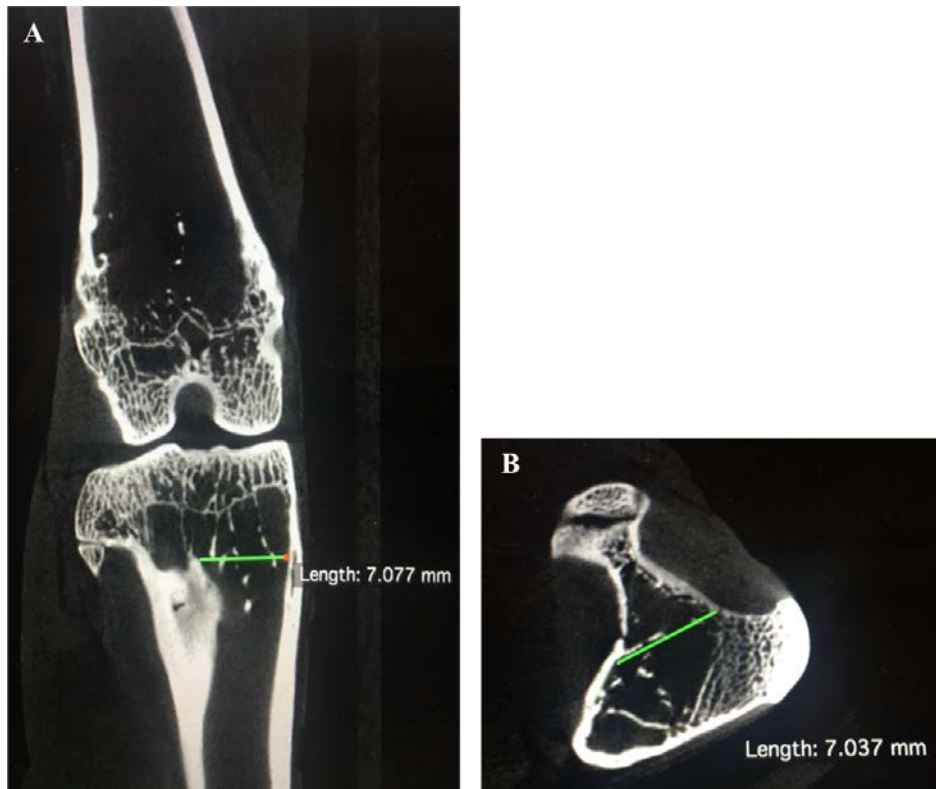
Imágenes de la TC realizada a la rodilla de conejo. A) Corte coronal, B) corte axial.
